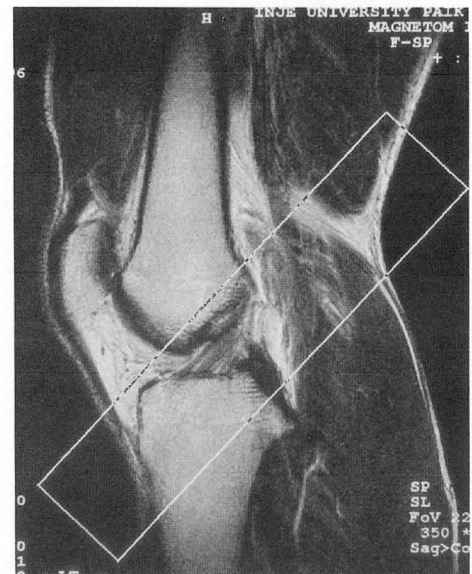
Scanogram of T2-weighted oblique coronal image. The imaging plane is parallel to the intercondylar roof.
